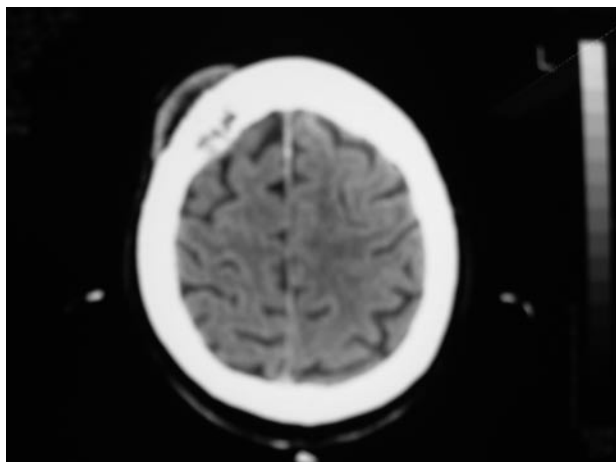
TC craneal: Lesión lítica craneal con afectación de partes blandas.
